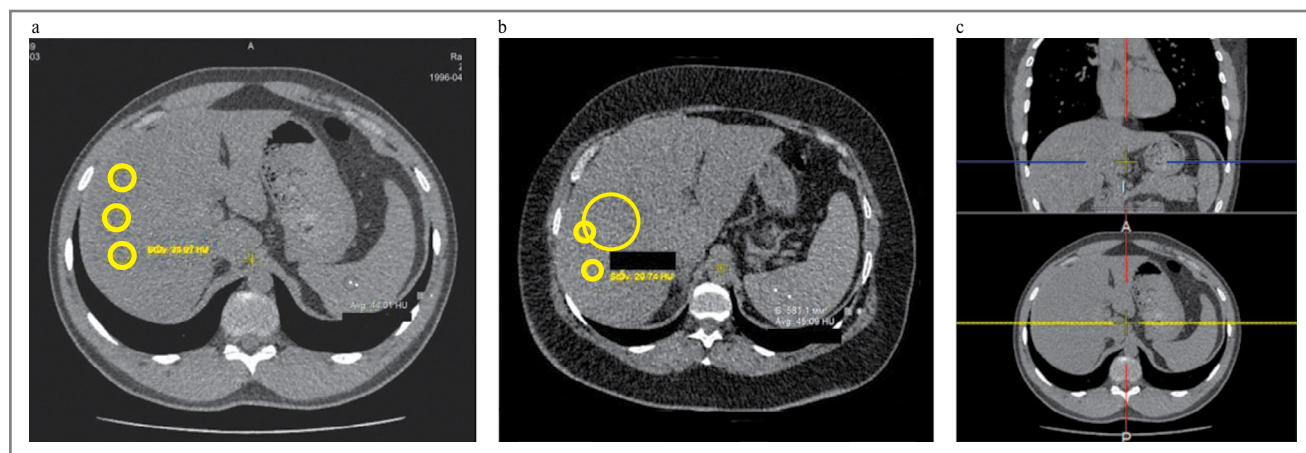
Аксиальные компьютерные томограммы без контраста в печени и селезенке. Желтым кругом выделены ROI: *a* – мужчина, 25 лет, KT_n – 34 HU, KT_c – 44 HU; *b* – женщина, 56 лет, KT_n – 29 HU, KT_c – 45 HU; *c* – обзорный снимок, область печени практически полностью попадает в срез при проведении КТ органов грудной клетки.
